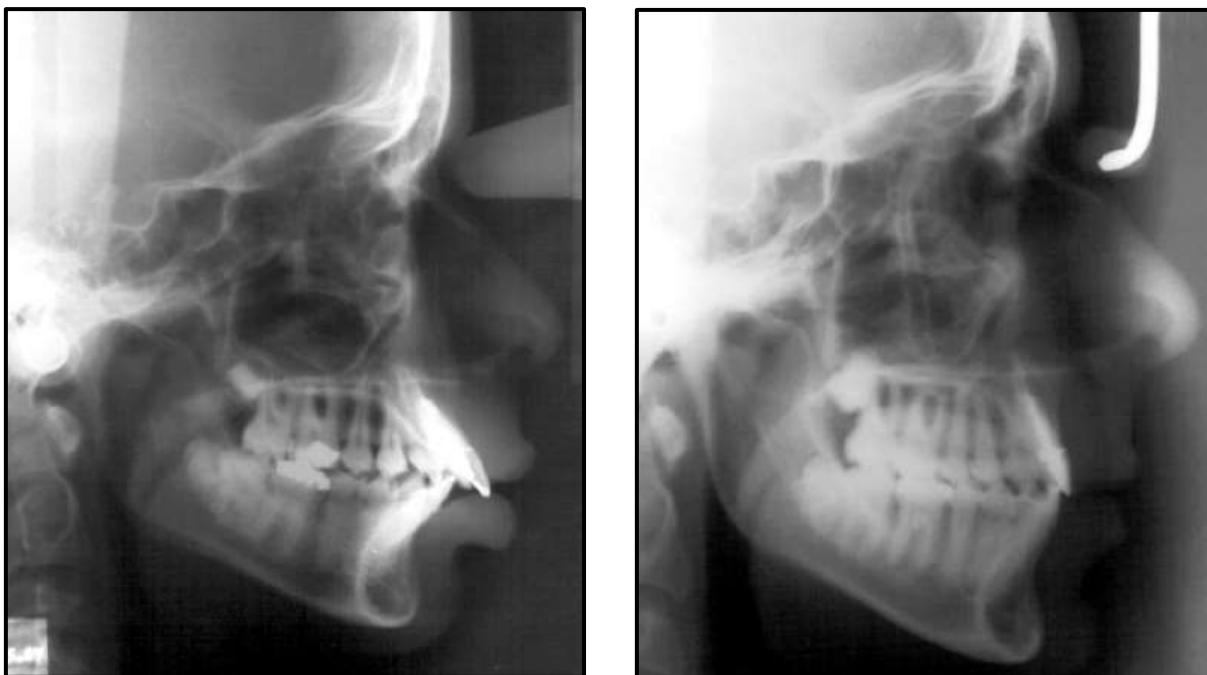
Imagens das radiografias inicial e final ao tratamento ortodôntico.
